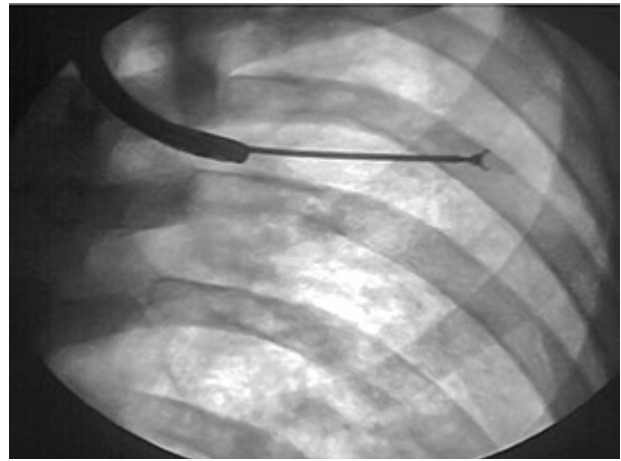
Рентгенологічний контроль при TBVL
